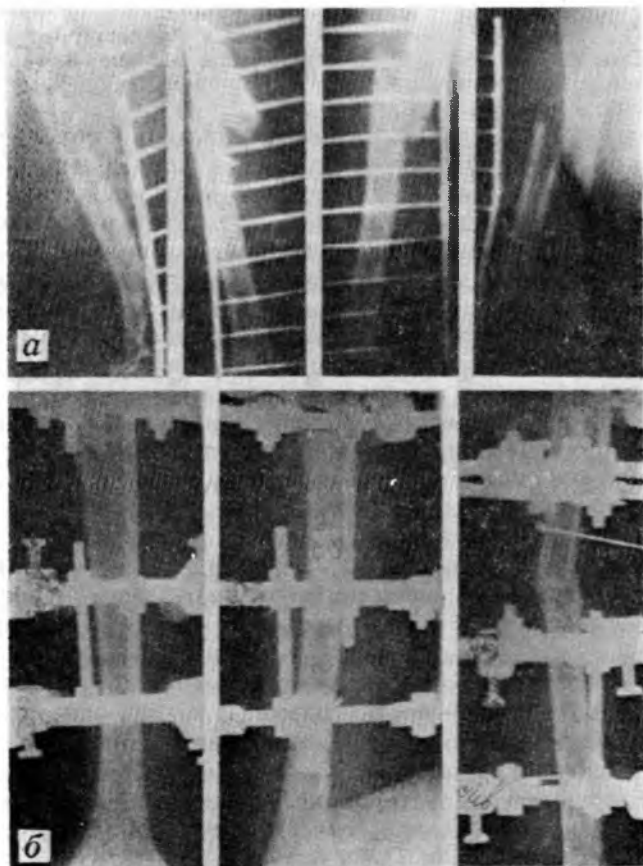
Рентгенограммы больной Д. до (а) и через 2 месяца после операции (б)
